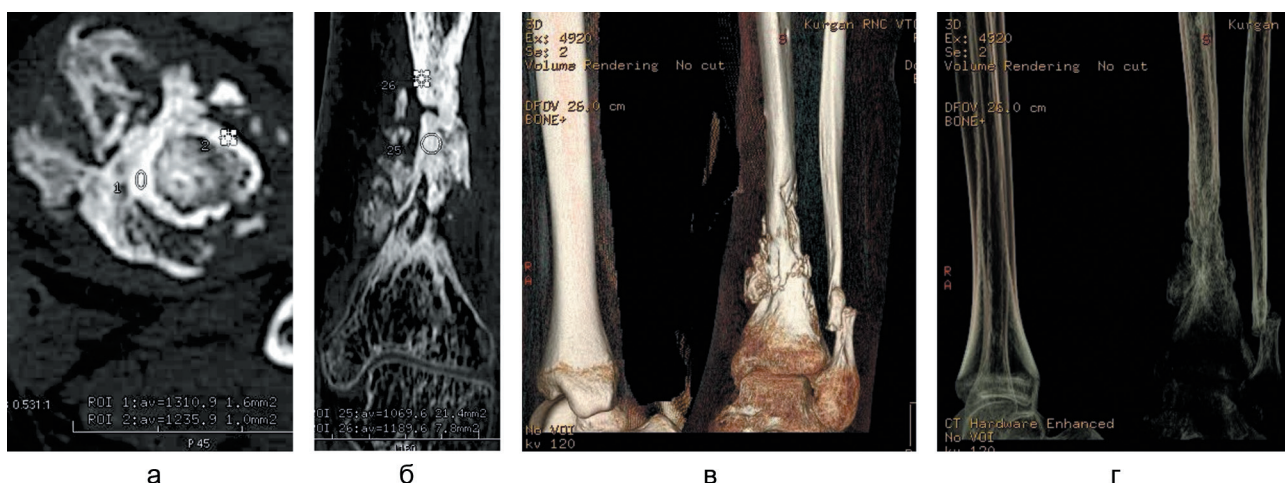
КТ голени больного Р., 17 лет. Врожденный ложный сустав костей левой голени: а – аксиальная проекция; б – фронтальная проекция; в – VRT; г – VRT с обработкой на фильтрах
